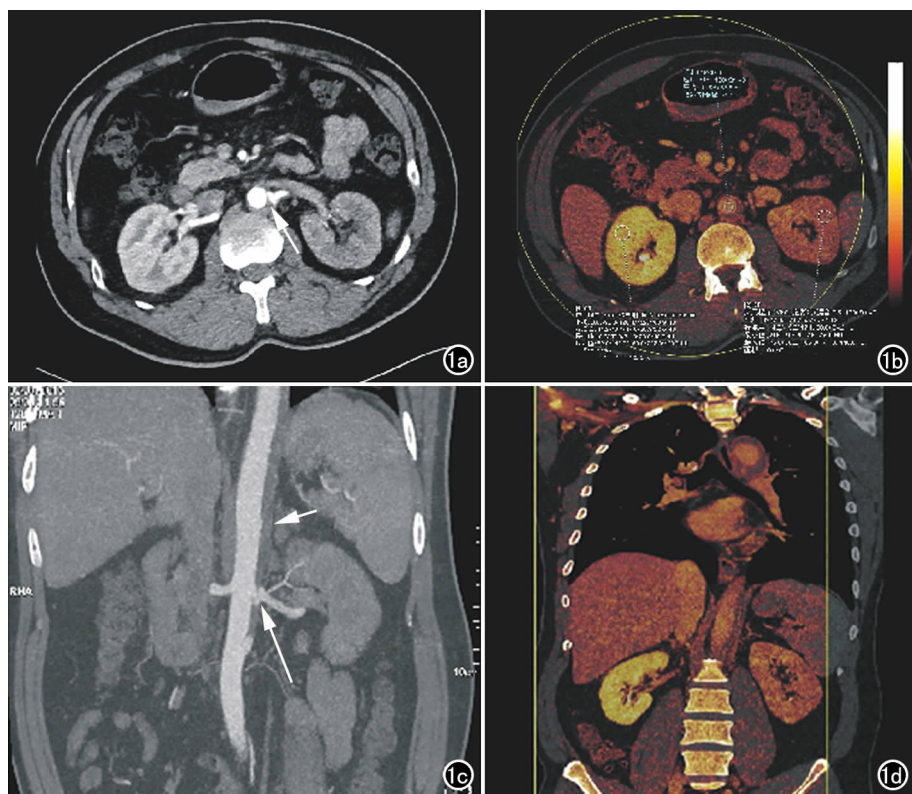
患者,男,37 岁,急性胸痛。a) 主动脉 CTA 薄层轴面图像示腹主动脉局限夹层(箭),左肾动脉开口于假腔,左肾实质强化程度明显低于对侧; b) 肾灌注碘图轴面图像示左肾灌注稀疏; c) 主动脉 CTA 冠状面 MIP 图像示降主动脉壁内血肿(短箭)和腹主动脉局限夹层(长箭)累及左肾动脉开口; d) 肾灌注碘图冠状面图像。
